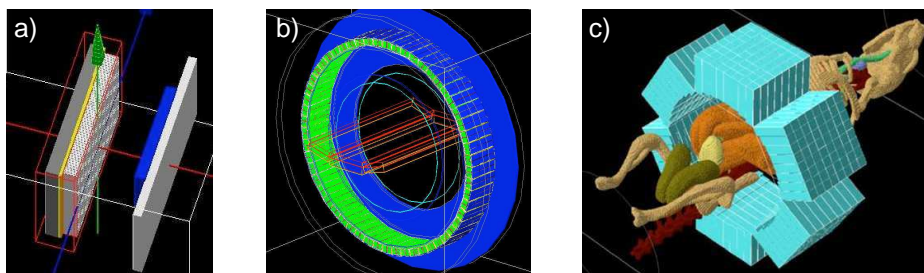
Exemples de dispositifs d'imagerie modélisés dans GATE : a) Gamma-caméra DST-XLi [Assié et al., 2005] ; b) PET GE Advance/Discovery [Schmidtlein et al., 2006] ; c) OPET [Alexandrakis et al., 2005].
